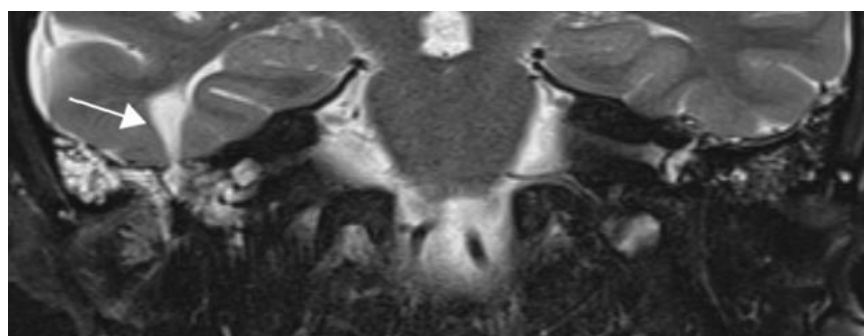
СОЛ II, ликворная киста височной доли, предлежащая к костному дефекту по данным МРТ
